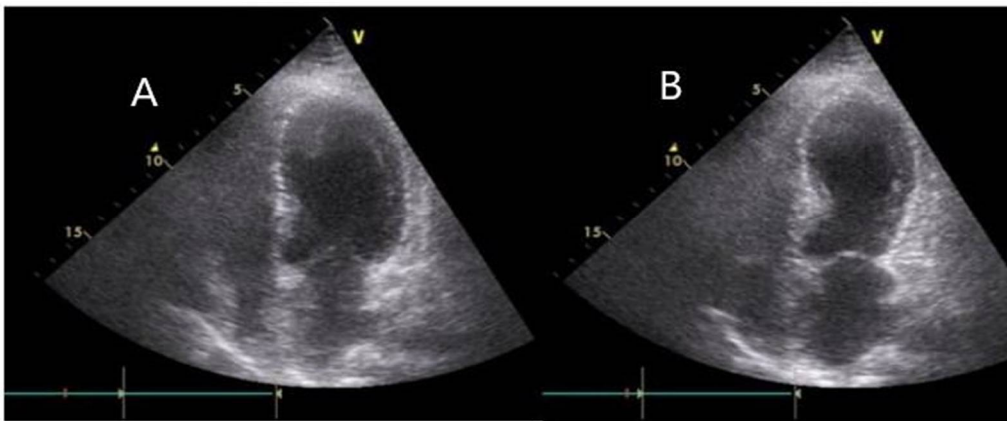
Aspect échographique en fin de diastole (A) et fin de systole (B) montrant la ballonisation apicale typique du syndrome de Takotsubo. [205]
